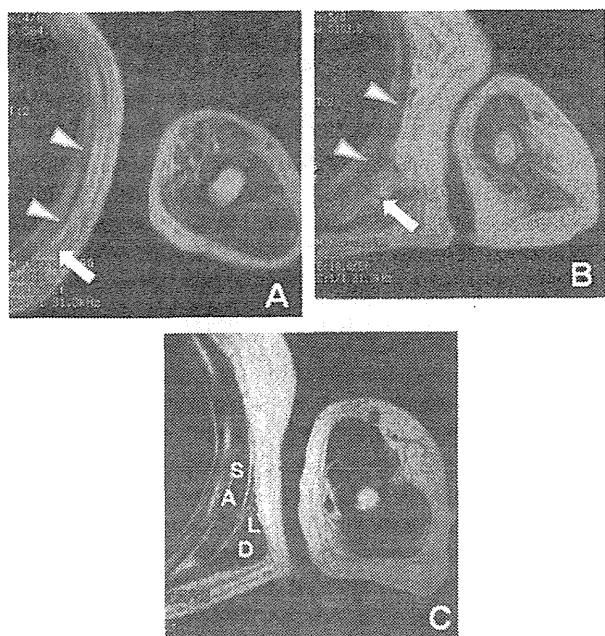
Muscle MRI findings of the upper thoracic level. Atrophy of the serratus anterior (SA: arrow heads) and latissimus dorsi (LD: arrow) muscles was observed in patient 1 (A) and patient 2 (B). Muscle MRI of the thoracic level in a myotonic dystrophy type 1 patient (60-year-old man) without scapular winging (C) did not show atrophy of the SA and LD muscles.
